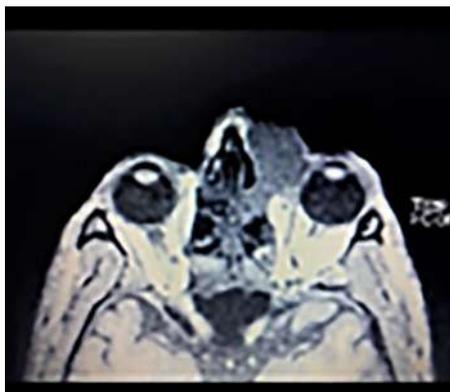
RMN corte axial.
